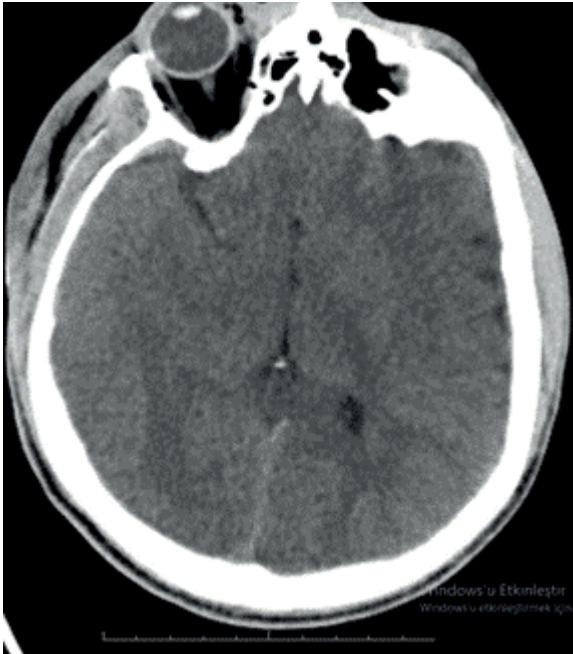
Başvuru anındaki aksiyel kesit Beyin BT tetkikinde epidural hematom ve pnömocefali bulguları görülmektedir.
